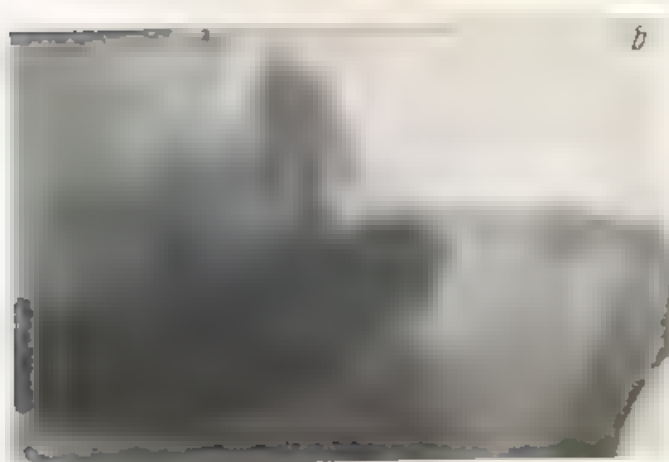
Рентгенограммы желудка последующей Ч-й.
